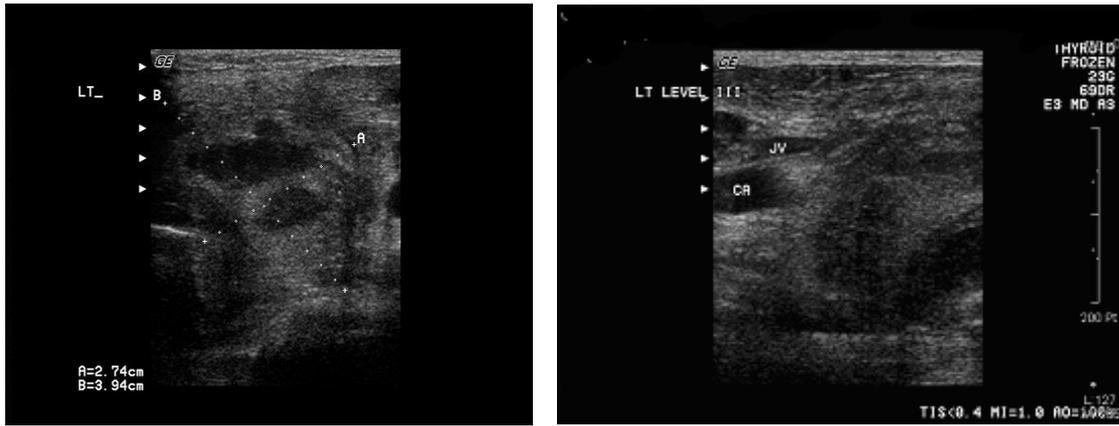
Ultrasonography of neck showed multinodular goiter on left thyroid gland (left) with adjacent vessel compression (right).
